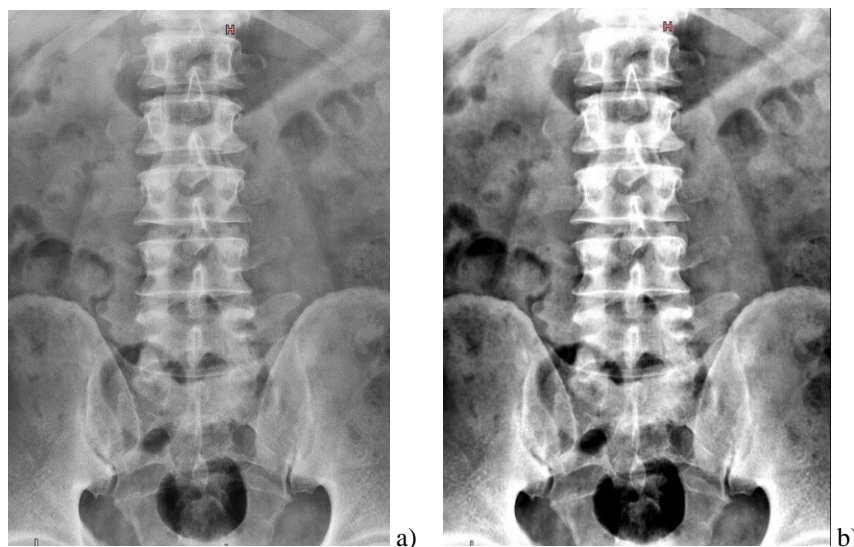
Relação de Contraste/ruído. Analisando as imagens evidenciase que o aumento do contraste da imagem em b) está limitado ao aumento do ruído. Conceitualmente a resolução de contraste é mais importante do que a resolução espacial para radiografia de tecidos moles; Fonte: Marcel Zago Botelho.
